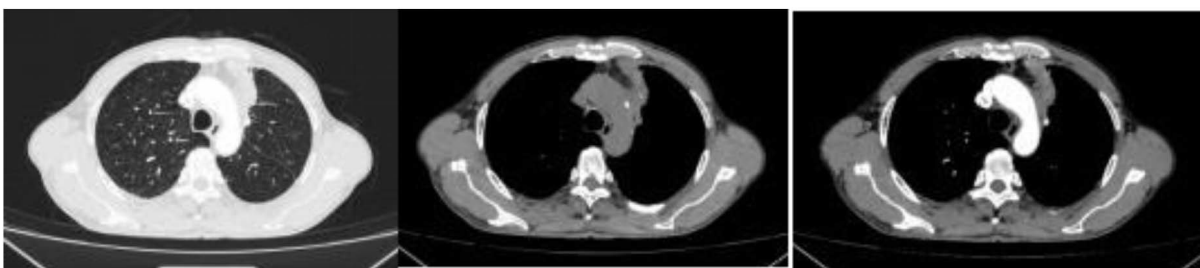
2025-04-21 Chest enhanced CT: Follow-up of the mass in the left upper lobe is roughly unchanged from before (3.9 cm × 2.4 cm) (compared with 2024-12-27), and the obstructive inflammation in the left upper lobe is roughly unchanged from before
